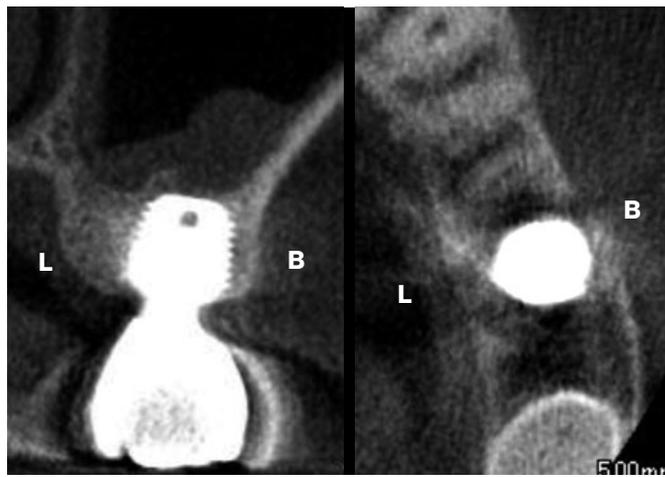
術後6ヶ月のCT所見。術前の薄い骨壁であっても、大白歯部はフラップレス処置により頬側骨壁の吸収は少なく、インプラント周囲に強固な頬側歯槽骨が再生された。
